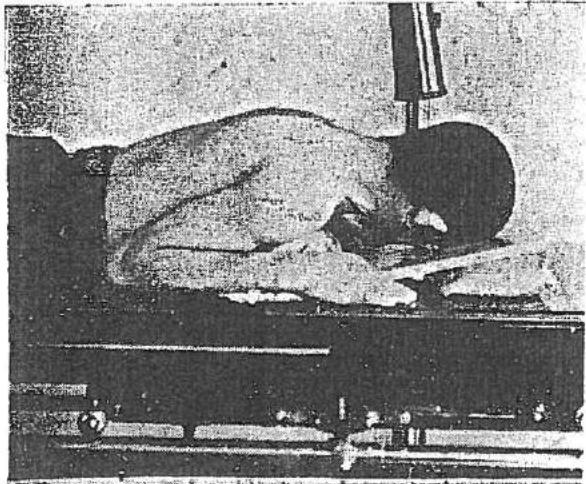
P—DV*; partea superioară a toracelui îndepărtată de masă; antebrațul, flexat, se rezemă cu palmele pe masă; capul întors cu planul sagital făcind cu caseta un unghi de 45° ; se rezemă cu nasul, arcada supraorbitară și umărul obrazului din partea de radiografiat pe mijlocul casetei. Bărbia ușor îndepărtată de film.
